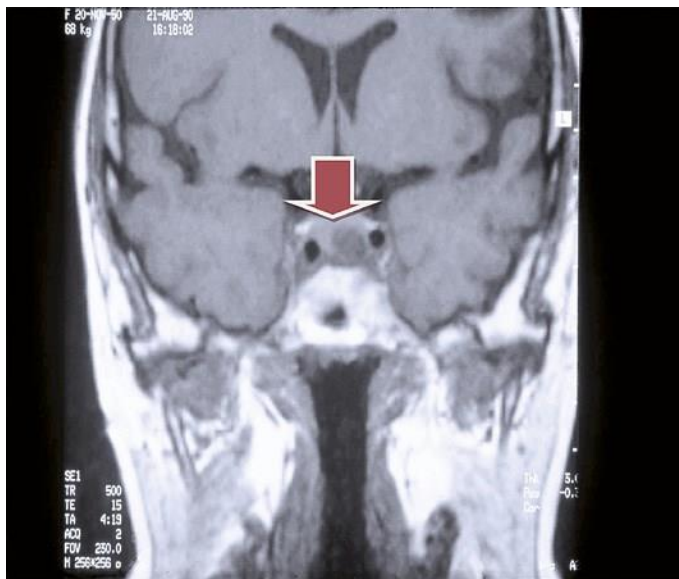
Изображение пролактиномы на магнитно-резонансной томографии
